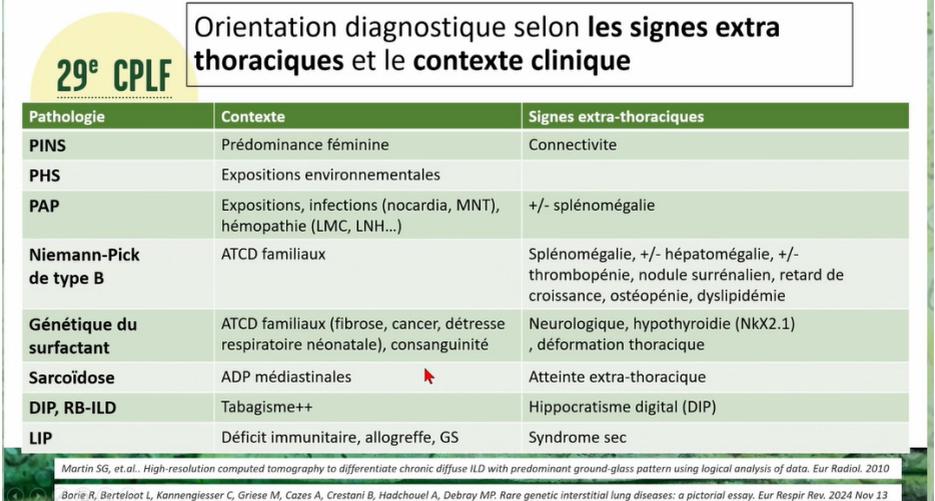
Présentation par Pierre Le Guen reprenant l'orientation diagnostique selon le contexte clinique et les signes extra-thoraciques, selon Martin SG, et al. High Resolution computed tomography to differentiate chronic diffuse ILD with predominant ground-glass pattern using logical analysis of data, Eur Radiol. 2010 et Borie R, et al. Rare genetic interstitial lung diseases: a pictorial essay. Eur Respir Rev. 2024 Nov 13
